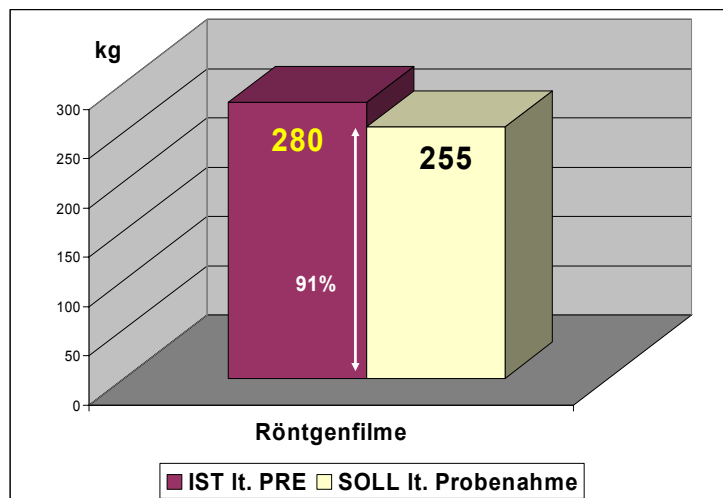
Durch die Stoffflussanalyse erfasster Anteil an Röntgenfilm
